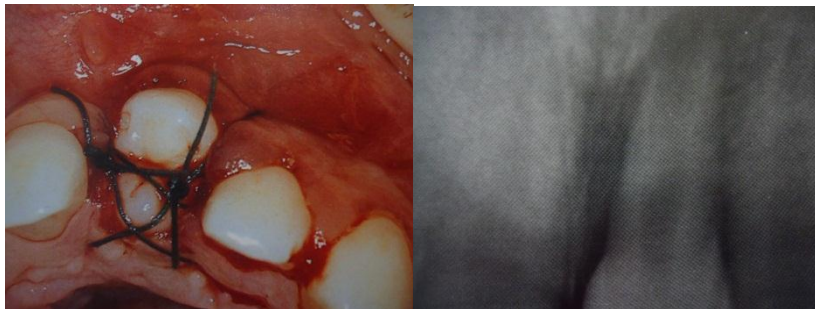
(2) Diente trasplantado y toma de radiografía dentoalveolar.
